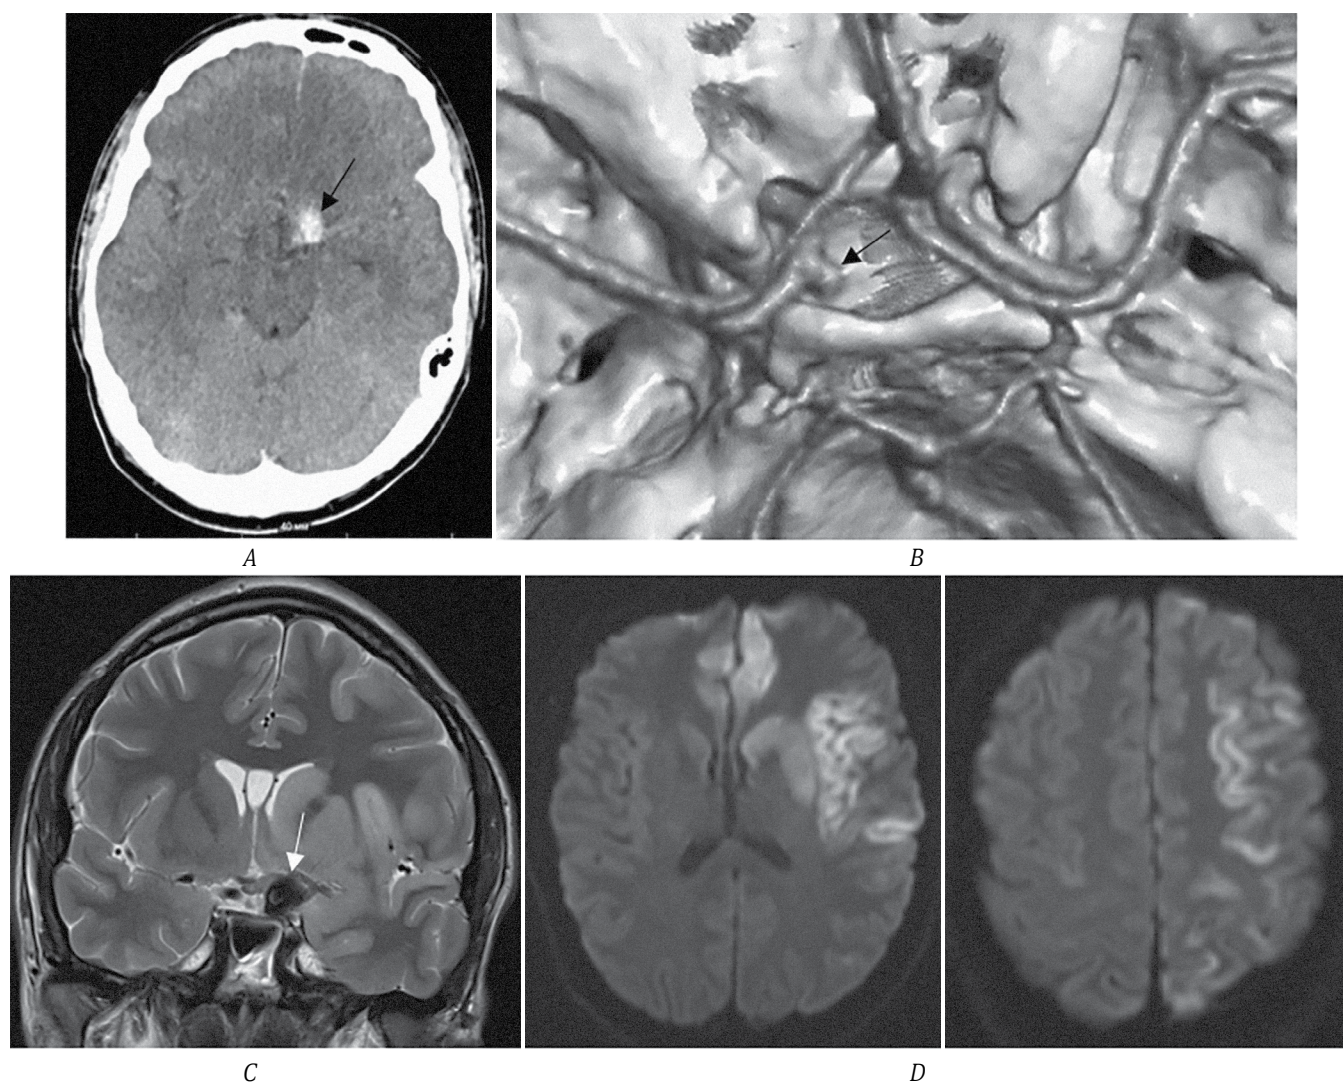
МСКТ головного мозга пациента А.
